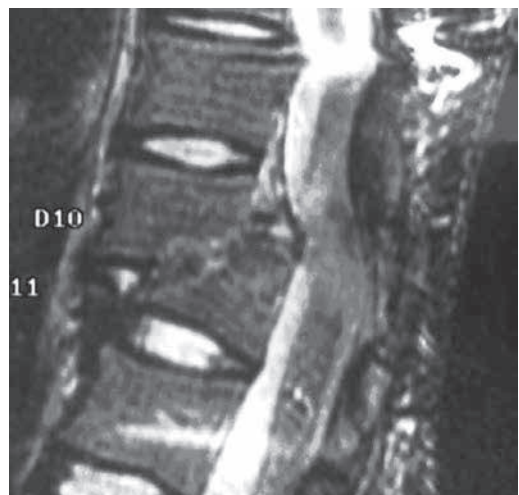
Resonancia magnética del paciente I a las 6 semanas del primer tratamiento
